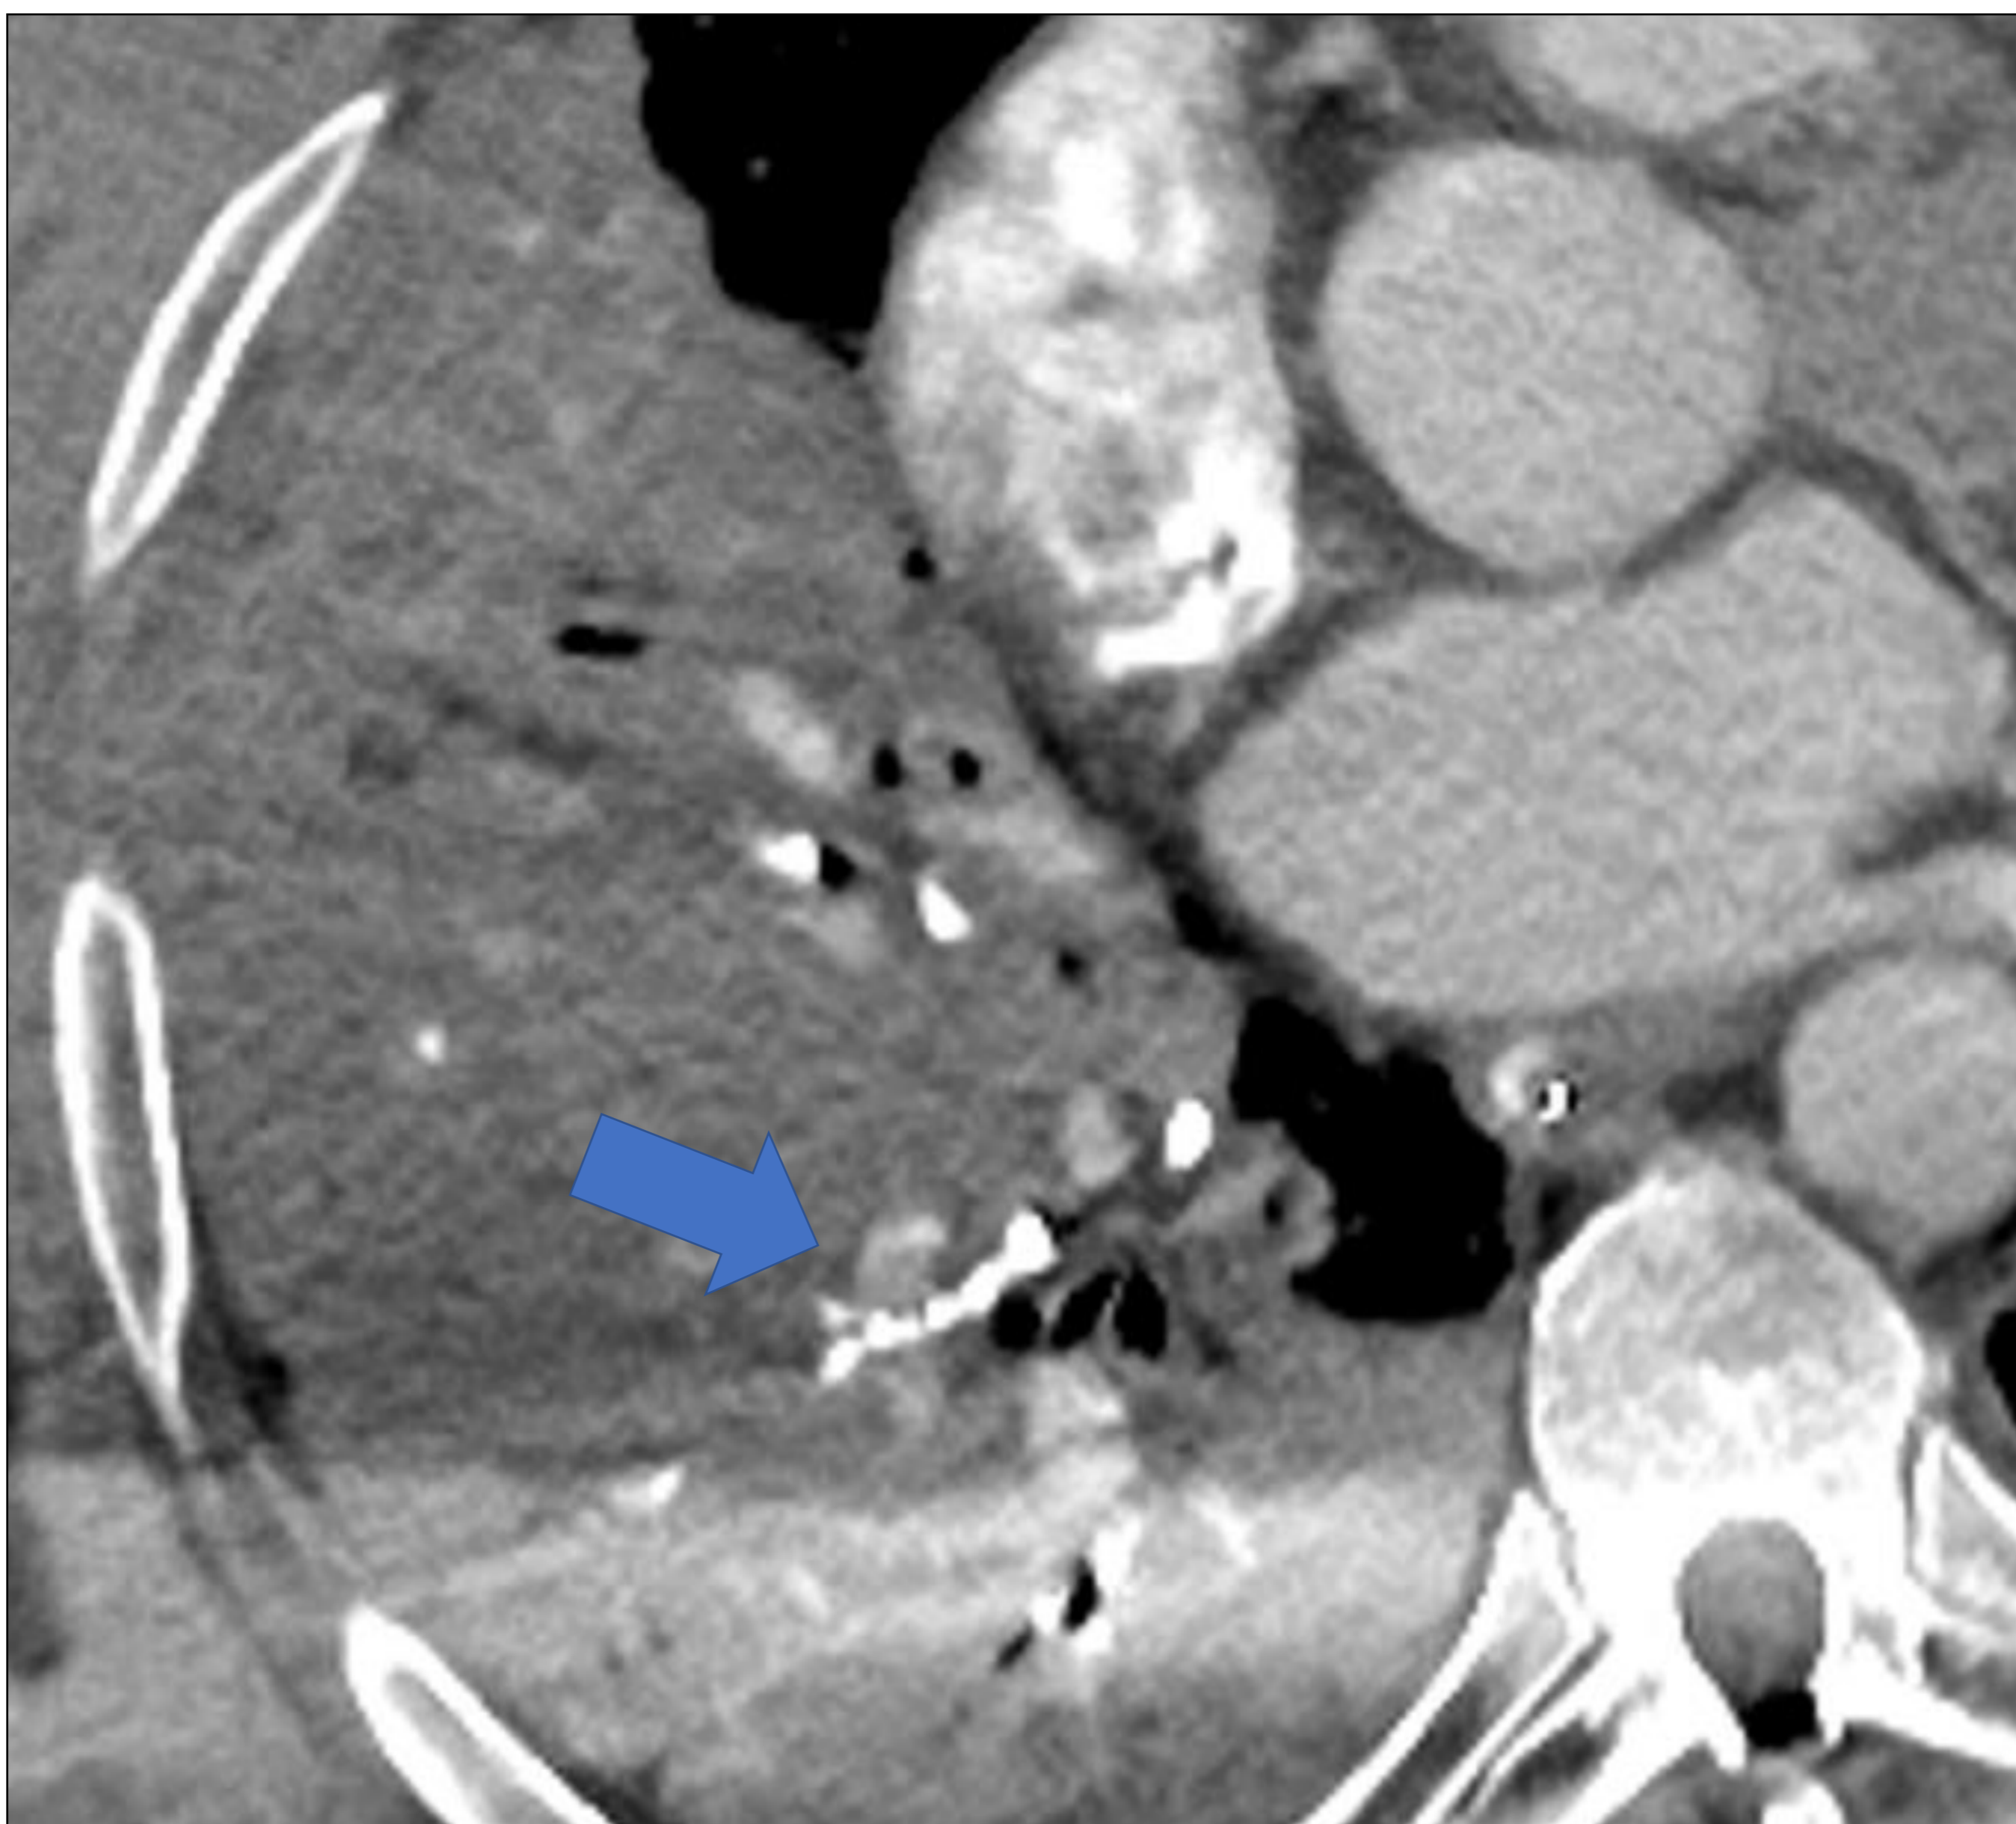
TC torácico realizado con contraste yodado i.v. en paciente con asfixia por inmersión (ahogamiento). En imagen axial con ventana de mediastino se observan imágenes endobronquiales de alta densidad compatibles con piedras y signos de broncoaspiración en el contexto del paciente.
